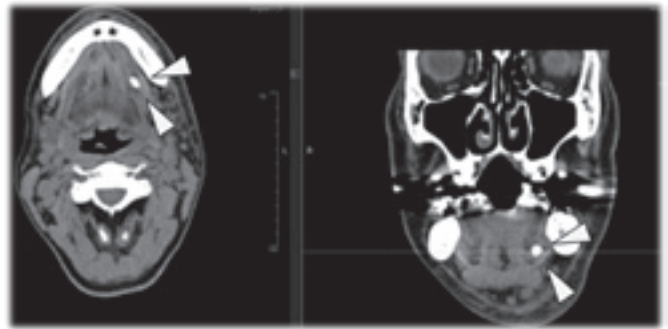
CT Warton氏管内に唾石様の不透過像を認める（矢頭）
